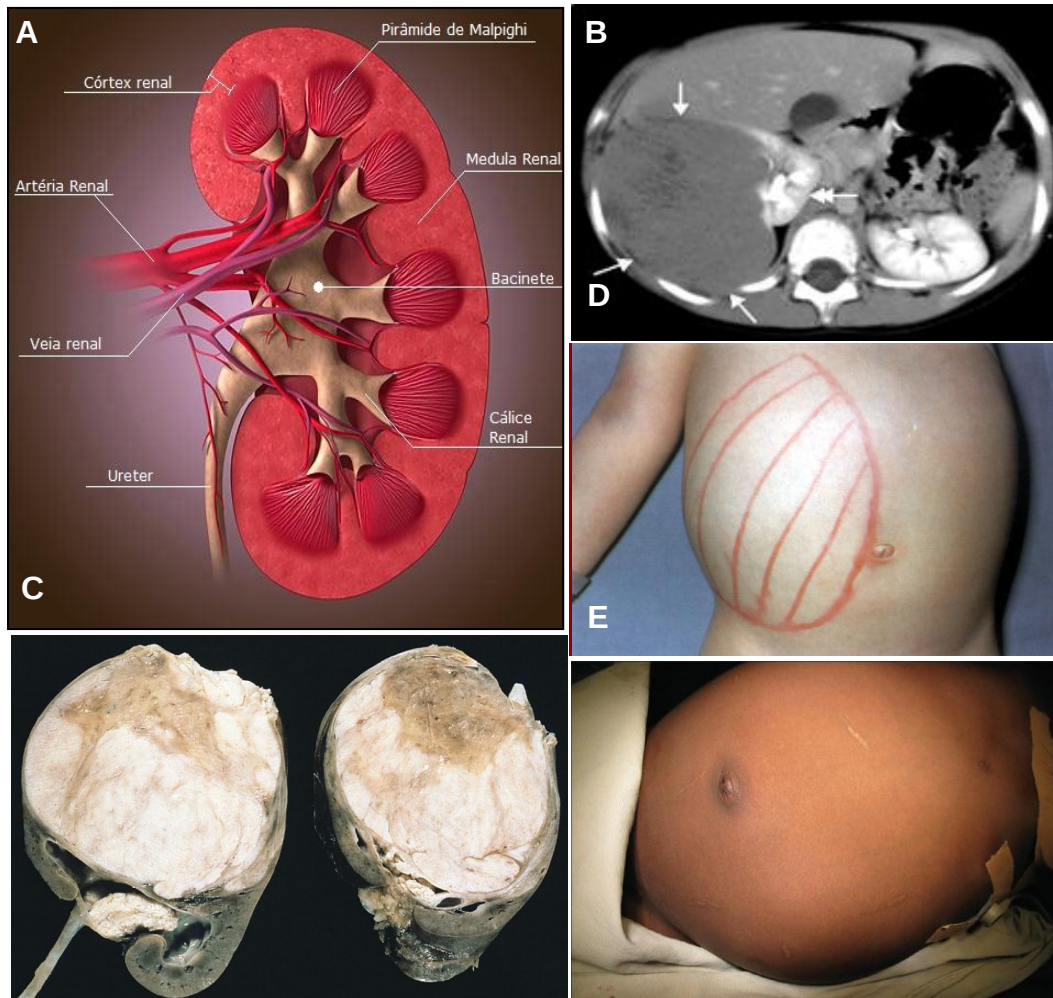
Apresentação clínica em TW. A. Estrutura do rim, destacando regiões como o córtex e medula adrenal, cálices, artérias e veias renais e ureter (<http://www.infoescola.com/biologia/sistema-excretor-nos-vertebrados/>). B. Tomografia computadorizada do tumor de Wilms do rim direito, o qual desloca o rim e o fígado medialmente (Kim and Chung, 2006). C: Corte mostrando duas metades de rim com Nefroblastoma (http://en.wikipedia.org/wiki/Wilms'_tumor). D. Tumor de Wilms em paciente, presente como massa abdominal (<http://courses.md.huji.ac.il/96854e/abdominalmass/slide33.htm>). E. Abdômen de uma criança com tumor de Wilms (Tan and Mteta, 2011).
